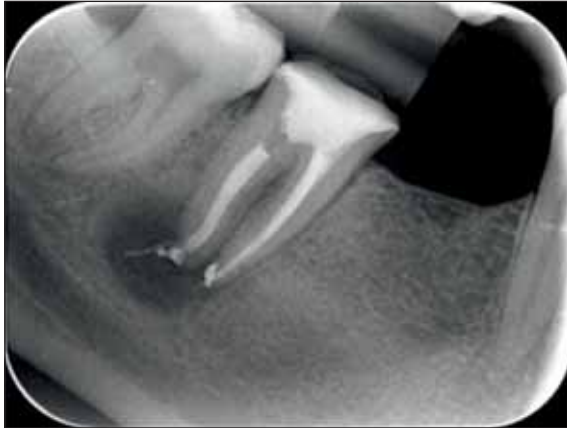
47 – radiografie digitală postoperatorie
